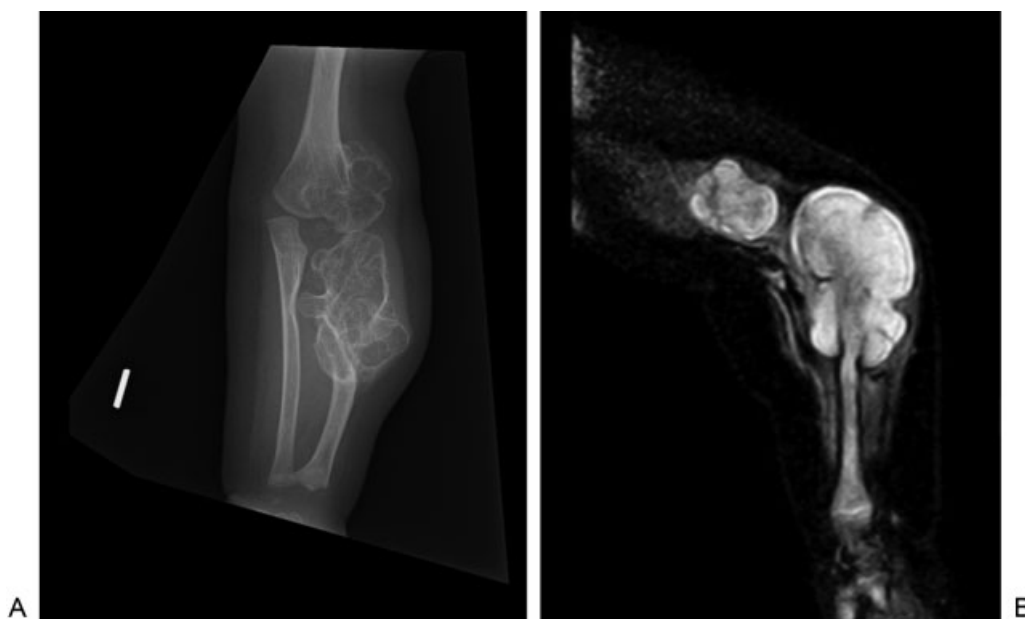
(A) La radiología simple muestra lesiones óseas expansivas, dependientes del radio proximal y húmero distal, de bordes bien definidos. (B) En la resonancia magnética se observa una lesión polilobulada en la región metafiso-epifisaria proximal, con una señal isointensa en la médula ósea, asocia en su contorno una imagen cartilaginosa fina, compatible con OMH.
